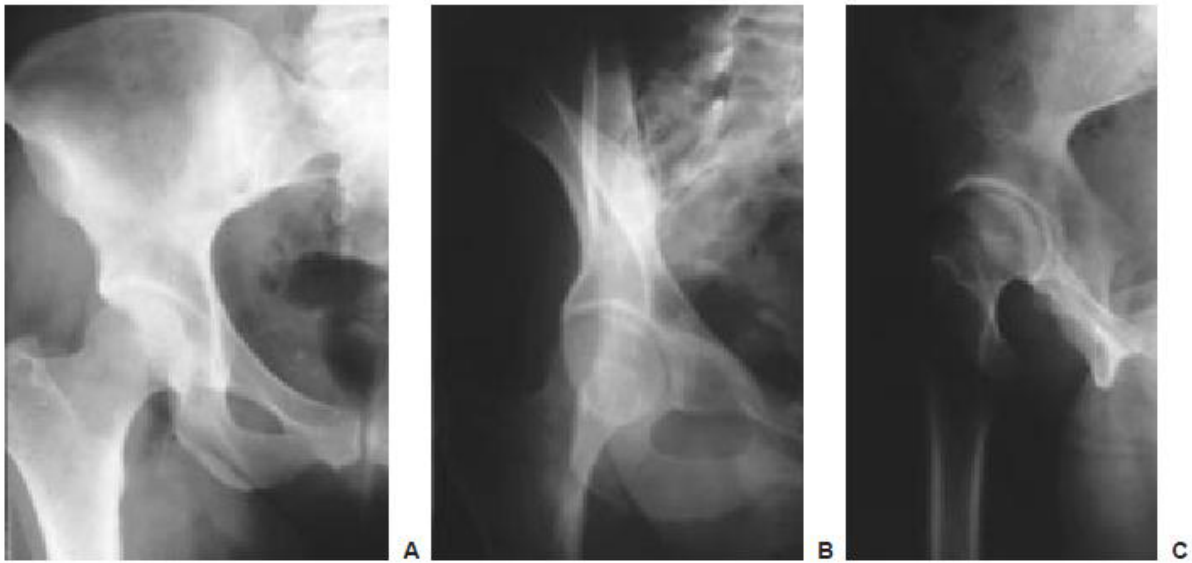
Radiographies standards d'une hanche saine: cliché de face(A), $\frac{3}{4}$ obturateur(B), $\frac{3}{4}$ alaire(C) [31].
